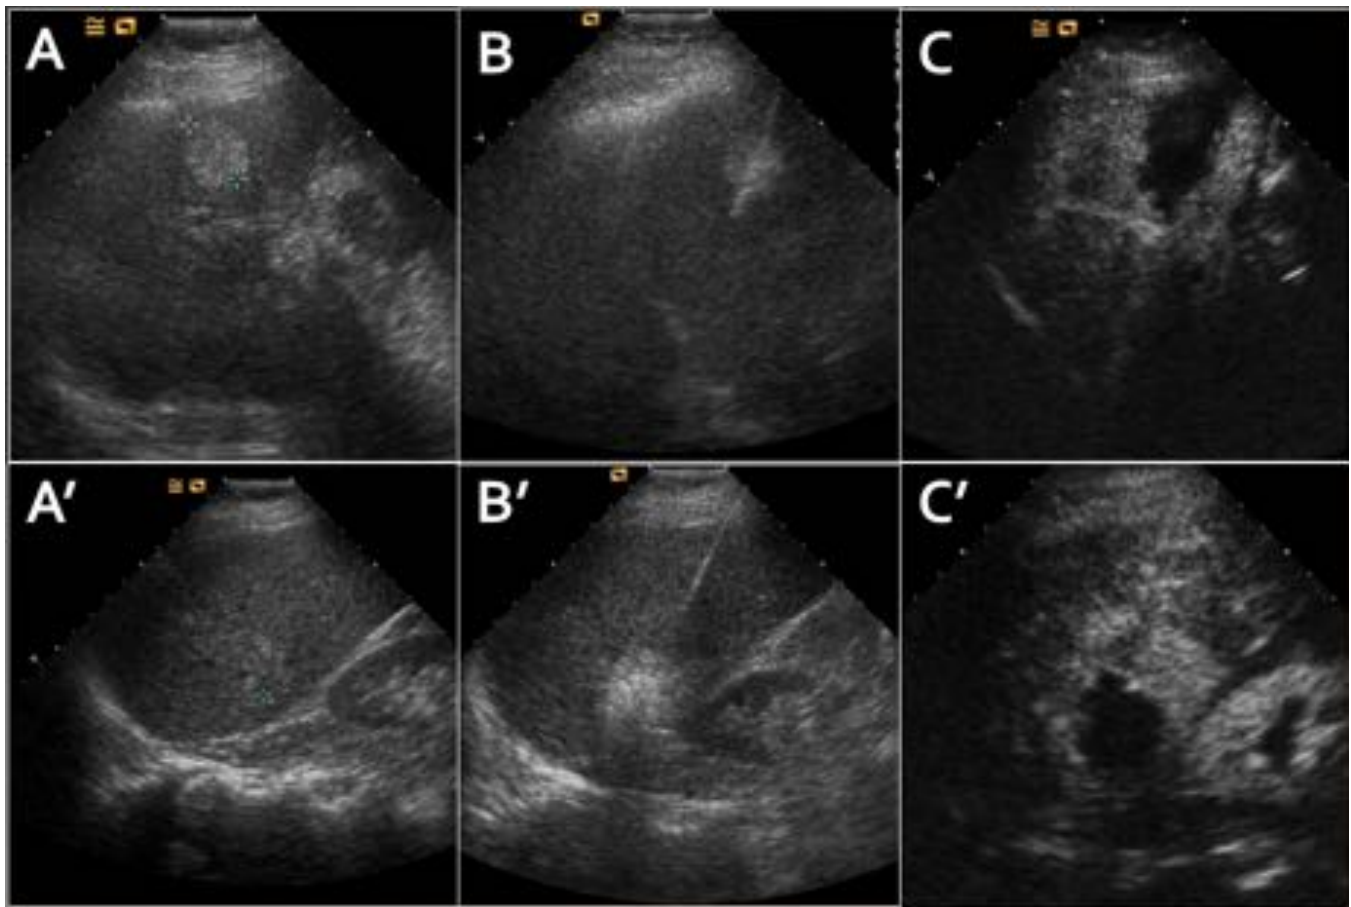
A: Ecografía que muestra dos lesiones hiperecogénicas, bien definidas en segmentos VIII y VI. B,B': Durante el tratamiento se observa una zona hiperecogénica mal definida con artefactos en cola de cometa que representa la zona de necrosis con gas. C,C': CEUS de control a las 24h que muestra una correcta necrosis de las lesiones, sin presencia de nódulos hipercaptantes que sugieran persistencia tumoral.
